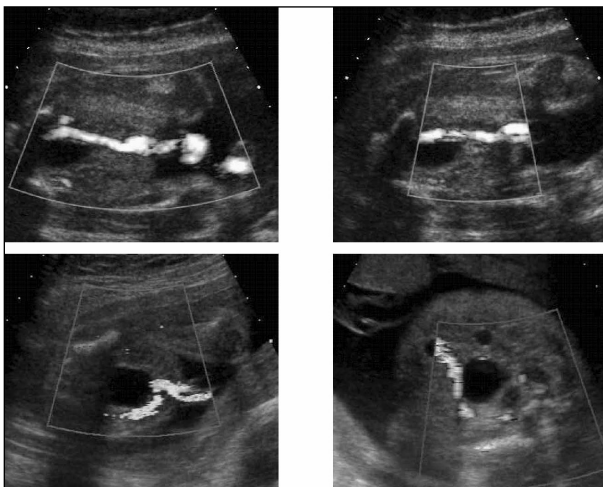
Απεικόνιση των ομφαλικών αγγείων σε αξονική (επιμήκη) τομή γύρω από την ουροδόχο κύστη με Color Flow Doppler. Διακρίνεται μονήρης αρτηρία. Ο αστερίσκος δείχνει τη θέση που θα έπρεπε να βρίσκεται η άλλη ομφαλική αρτηρία.
